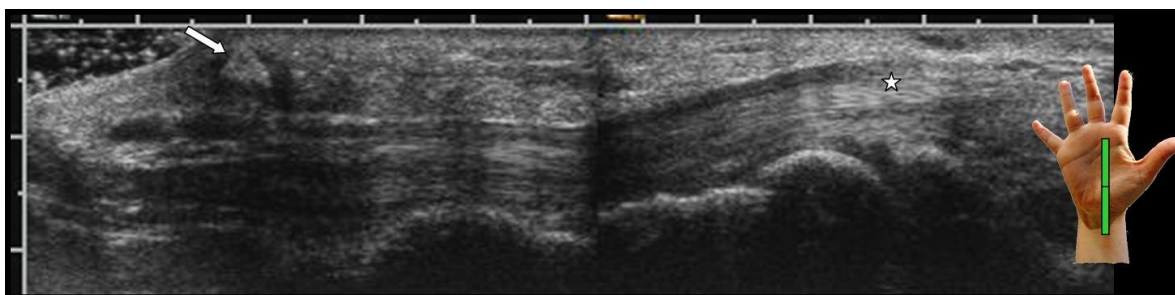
clinique et EMG en faveur d'un SCC. L'échographie ne montre aucune compression au CC (étoile). Il existe par contre une compression du nerf médian par un corps étranger (flèche) situé dans la paume de la main.
